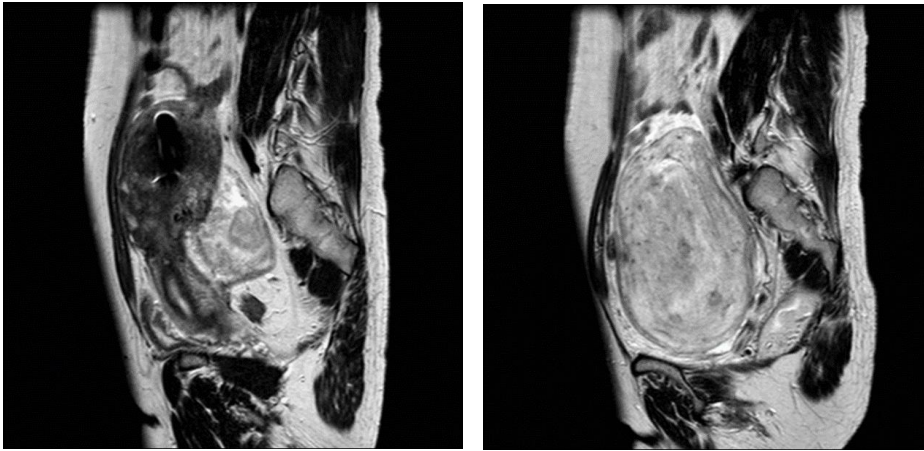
Präoperative MRT des Angioleiomyoms aus Abb. 72
